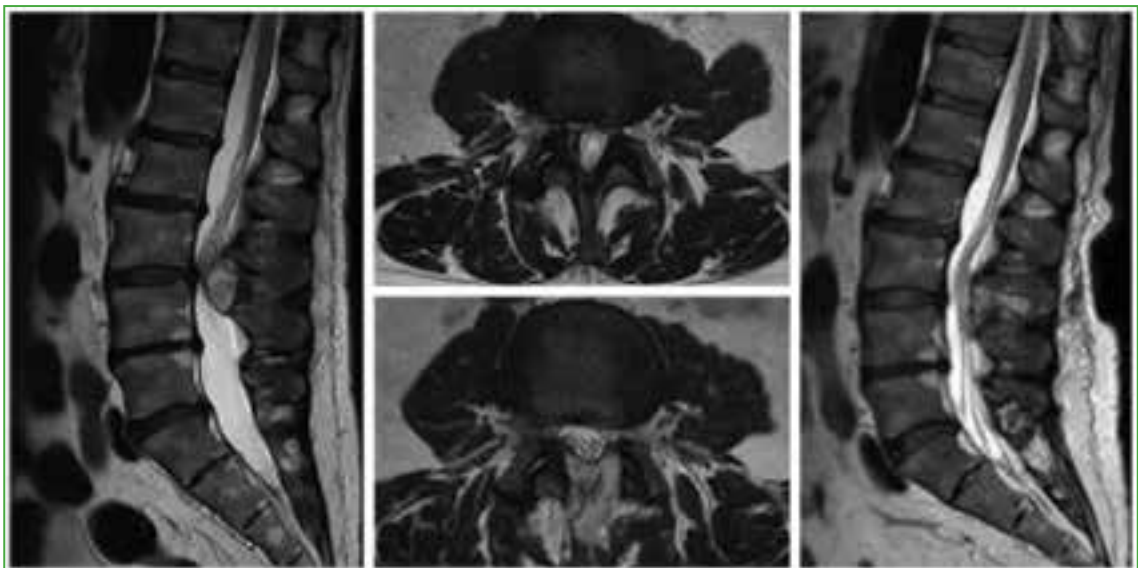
Resonancia magnética de columna lumbosacra, secuencia T2, cortes sagital y axial. Compresión medular prequirúrgica vs. liberación posquirúrgica.
